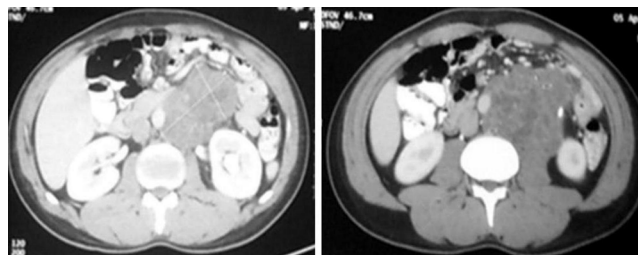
TAC Abdominopélvica que muestra masa retroperitoneal a niveles de L2 - L4 y pélvica.
